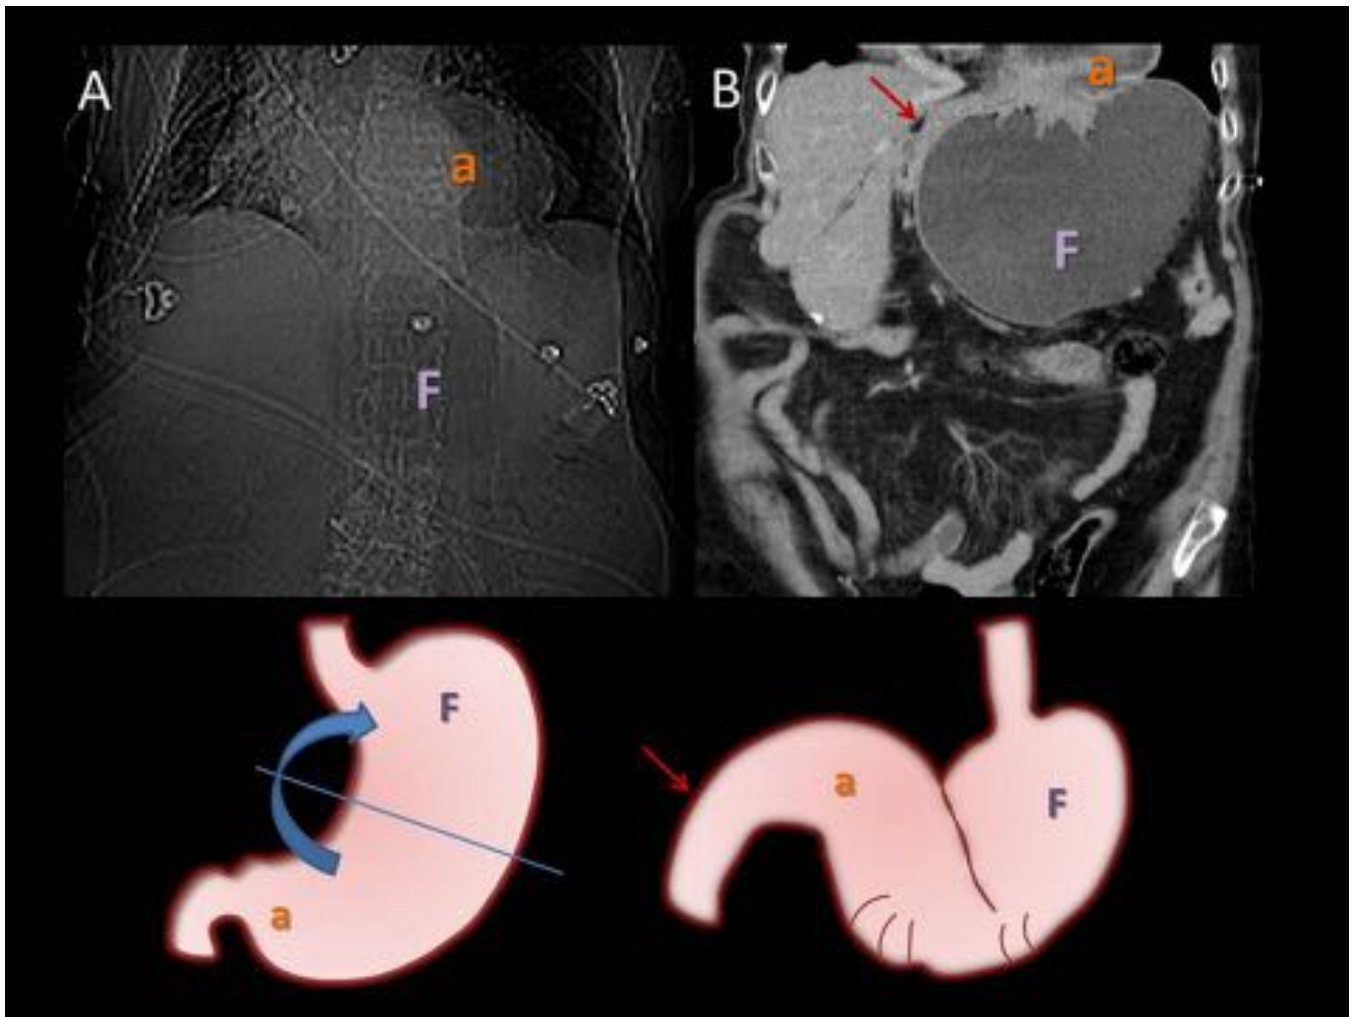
Mujer 87 años con vómitos en poso de café y dolor epigástrico. En el scout (A), se evidencian dos burbujas aéreas una de localización torácica y otra más caudal de localización intraabdominal. En la reconstrucción coronal de TC con contraste, se evidencia que la intratorácica corresponde al antro gástrico (a) y la intraabdominal al fundus (F), con píloro y duodeno (flecha roja) que sobrepasan la unión gastroesofágica. Cuadro de volvulación gástrica en su eje corto (vólvulo mesenteroaxial).
